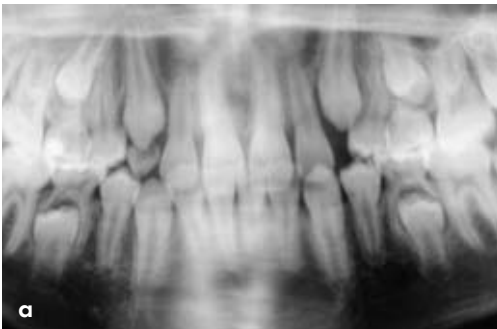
a und b Ausschnitte aus den vor (a) und 6 Monate nach der Distractionsosteogenese (b) angefertigten Orthopantomogrammen. Der neu gebildete Knochen ist relativ deutlich zu erkennen.
